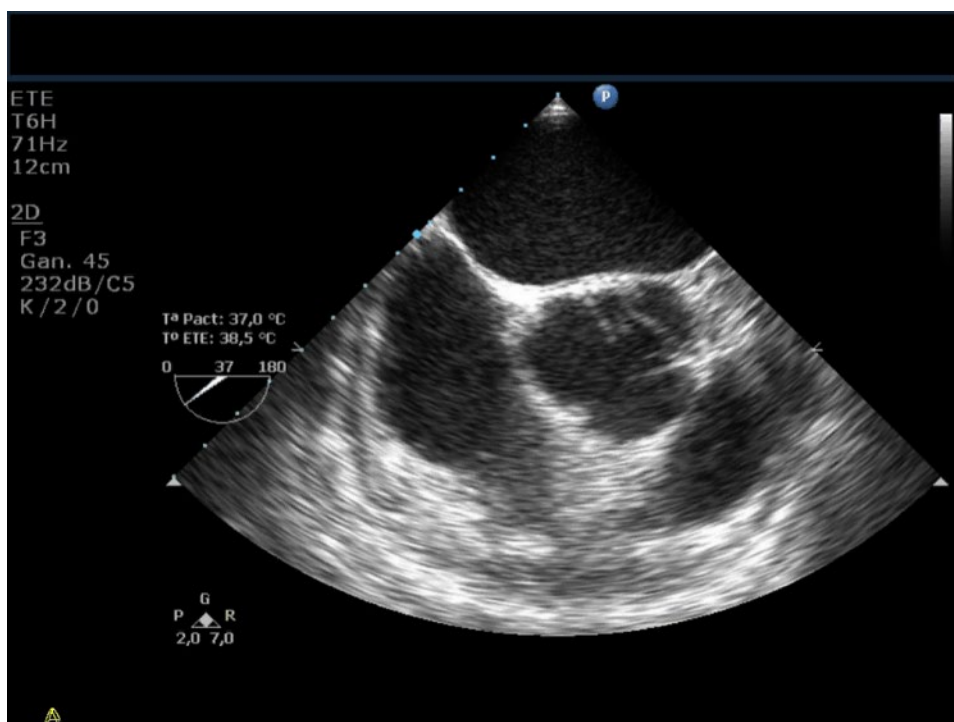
Ecocardiograma transesofágico
